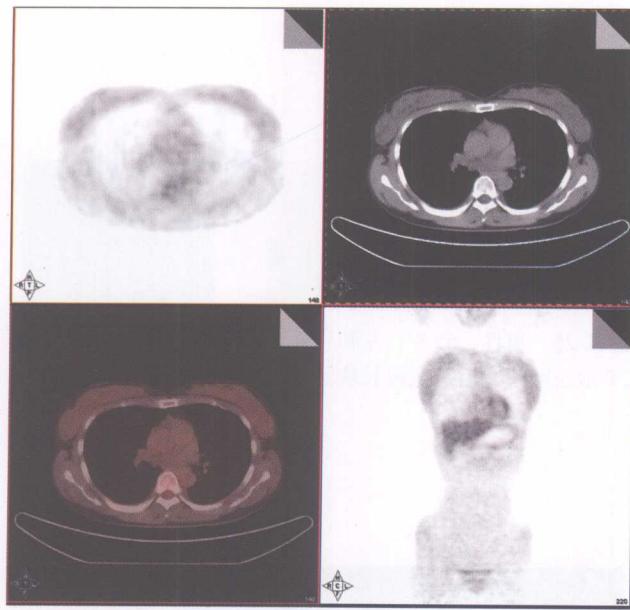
同图 12-1 受试者，正常人乳腺¹⁸F-FDG PET/CT 显像
